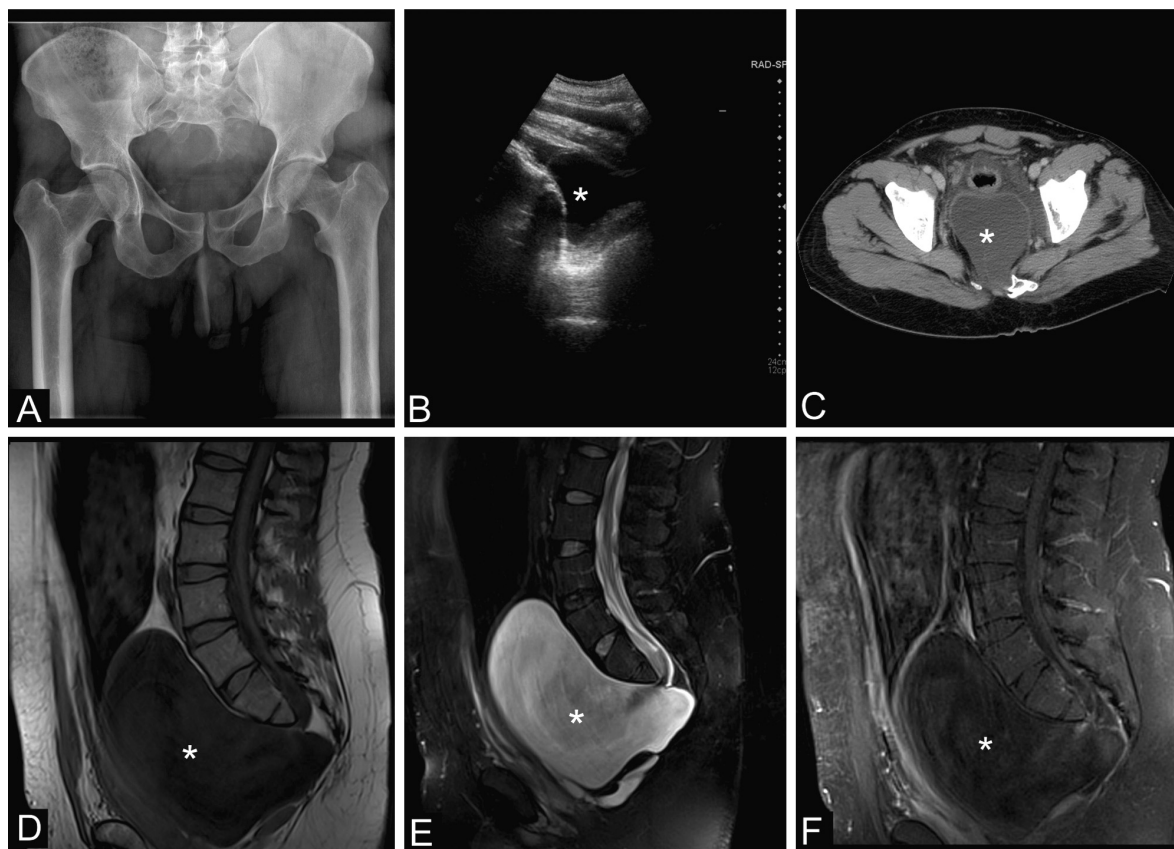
Caso 1: varón de 36 años con síndrome de Currarino. A) La radiografía simple AP de la pelvis muestra una agenesia parcial del sacro con preservación de S1. B) Ecografía. Colección hipocogénica presacra (asterisco) que desplaza a la vejiga. C) Tomografía computarizada con contraste intravenoso. Gran masa quística presacra, bien delimitada, que contacta con conducto espinal (asterisco). D) Resonancia Magnética. Imagen sagital potenciada en T1. La masa presacra es hipointensa. E) Resonancia magnética. Imagen sagital potenciada en T2 con supresión grasa. La lesión es hiperintensa. F) Resonancia magnética. Imagen sagital potenciada en T1 con gadolinio. La lesión no muestra realce tras la administración de gadolinio. Todos los hallazgos son sugestivos de un meningocele anterior (asterisco).
